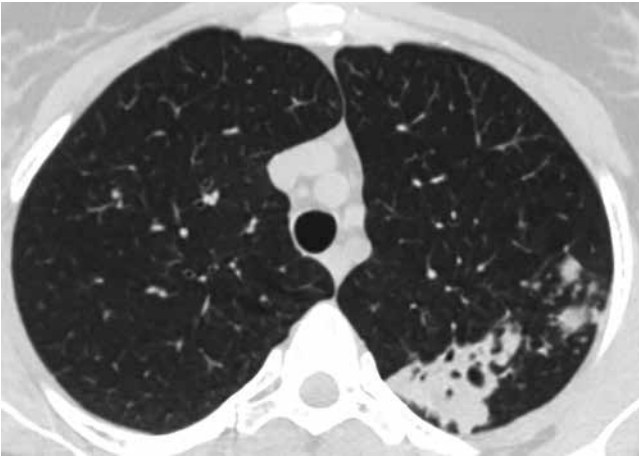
Компьютерная томограмма ОГК от 16.02.2017 г. пациентки К. Описание в тексте
